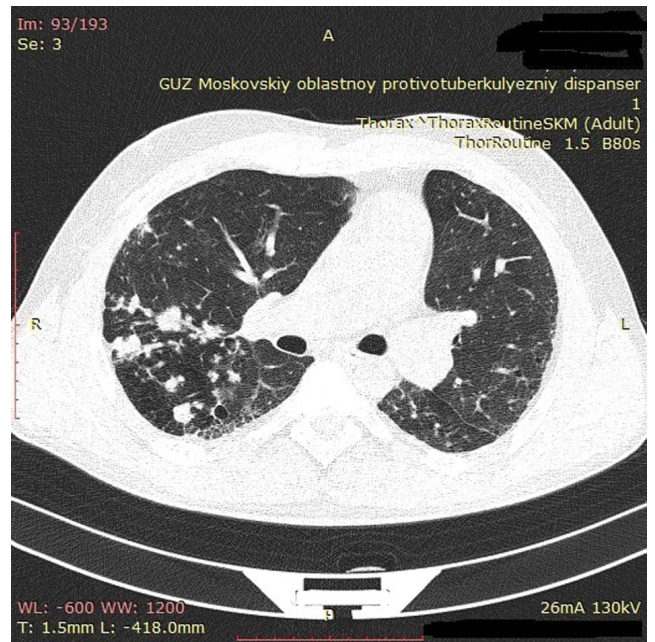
Компьютерная томография органов грудной клетки: диссеминированный туберкулез S2 правого легкого в фазе распада и обсеменения, T: 1,5 mm
